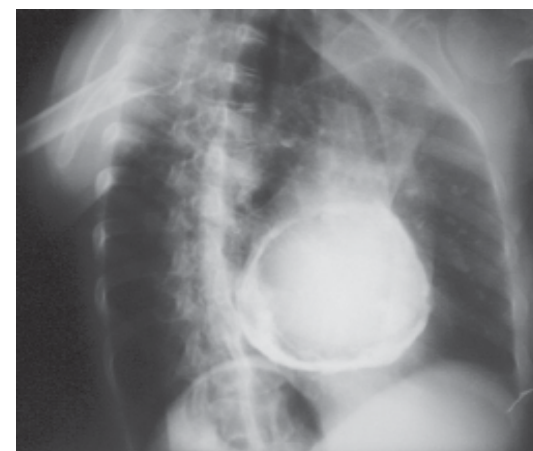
Radiografía oblicua derecha del tórax. Se observa extensa calcificación pericárdica.
